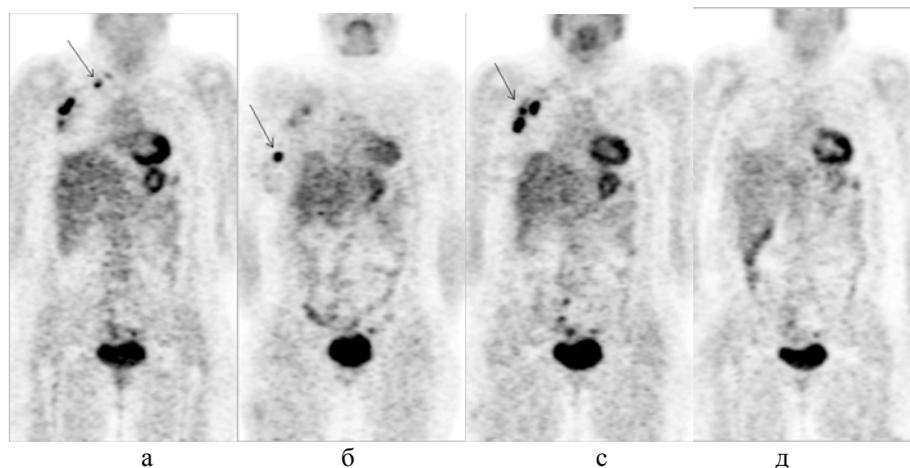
Накопление радиофармпрепарата (РФП) по данным ПЭТ у больной исследуемой группы (а,б,с – до лечения; д – отсутствие накопления РФП после проведенного лечения)
